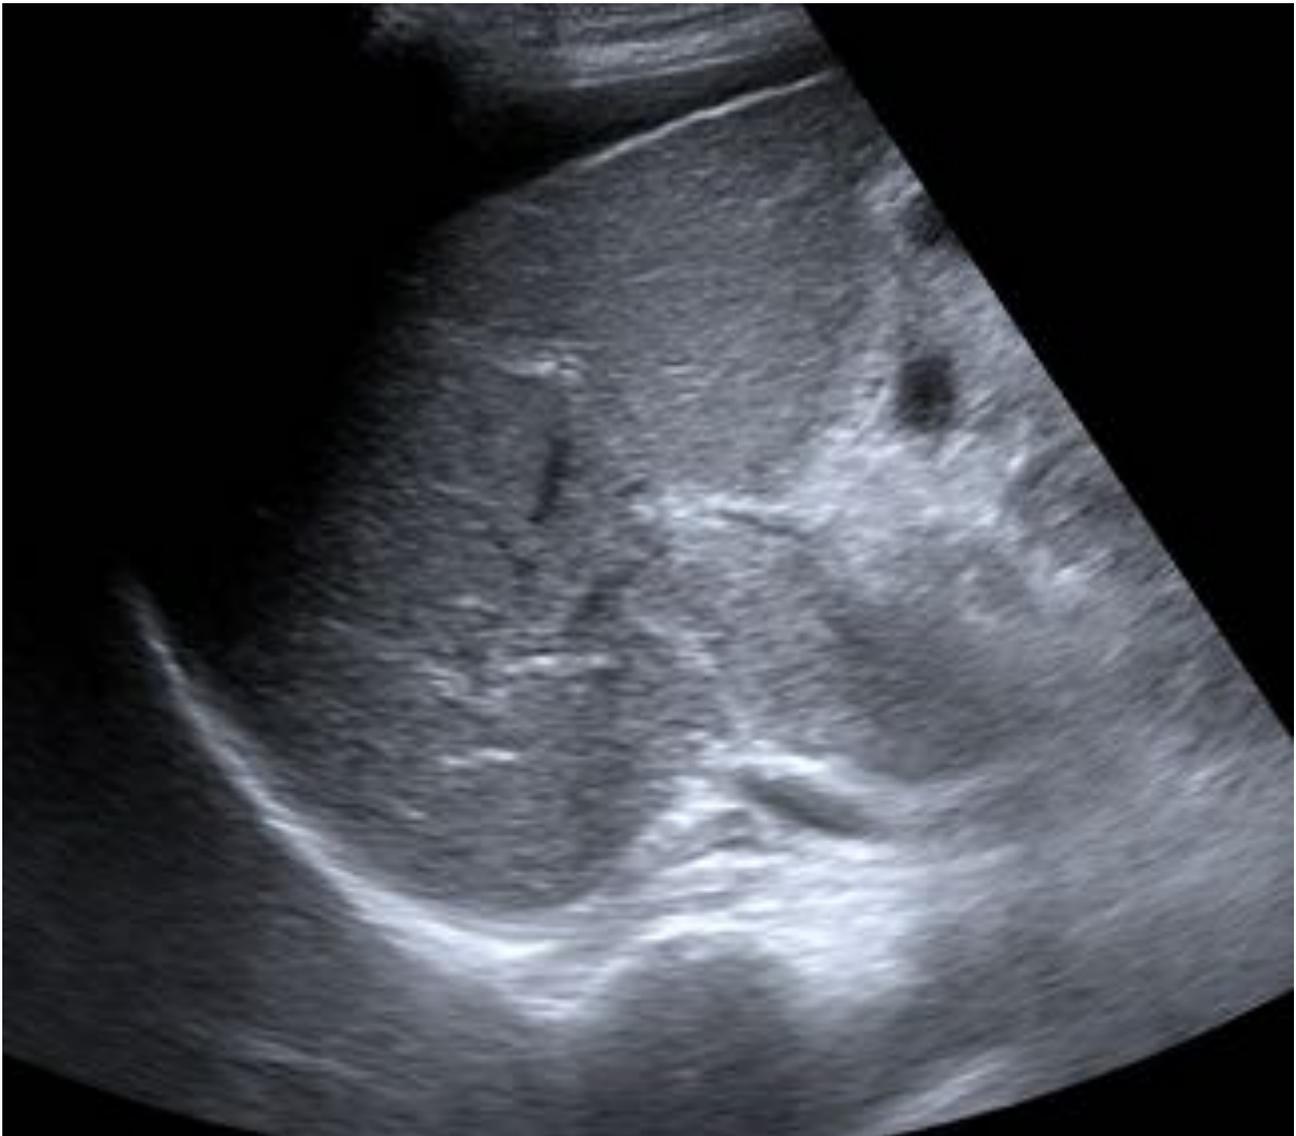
Paciente con cirrosis alcohólica. Eco de control. En la imagen se observa una trombosis portal en el hilio que aumenta el calibre del vaso. Parece presentar señal en el estudio Doppler.
